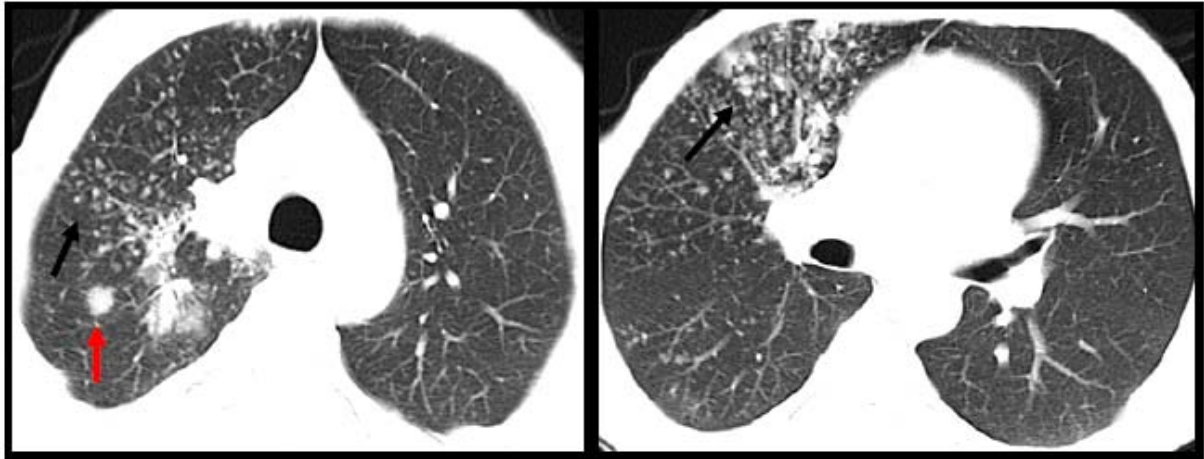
TDM thoracique, en coupes axiales, fenêtre parenchymateuse :
